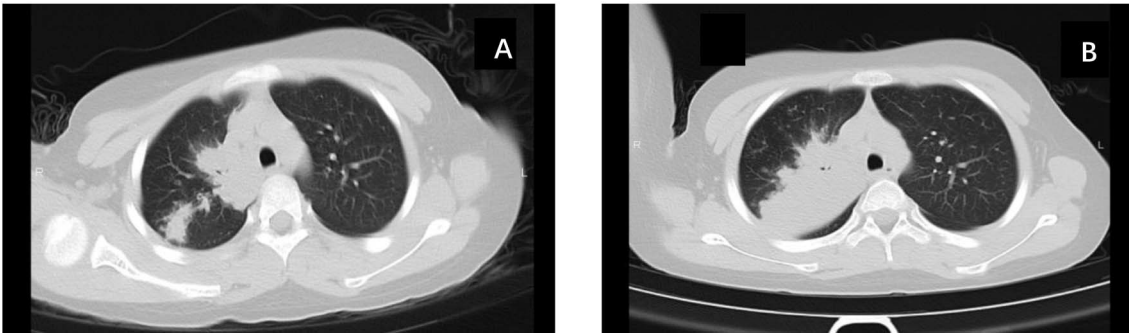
Chest CT images and CT scoring criteria for MPP in an 8-year-old female pediatric patient
